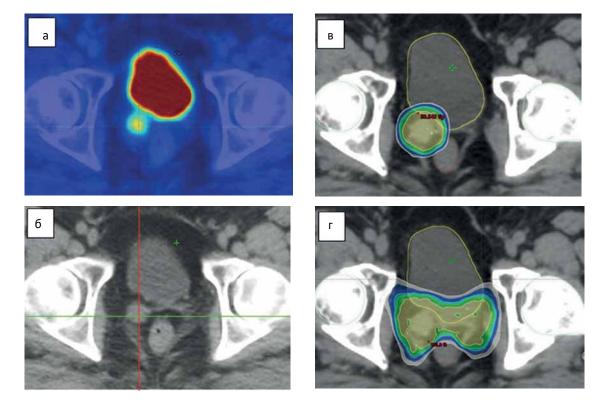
Варианты СТЛТ области ЛУПЖ: а — ПЭТ/КТ пациента А. 67 лет с местным рецидивом РПЖ в области правого семенного пузырька (аксиальный скан); б — КТ того же пациента (аксиальный скан); в — лечебный план при планировании облучения визуализируемого очага в области правого семенного пузырька (РОД 7 Гр, СОД 35 Гр (EQD_{2(α/β = 1,5 Гр)} 85 Гр экв.); г — лечебный план при планировании облучения всей области ЛУПЖ (РОД 7 Гр, СОД 35 Гр) Fig. 2. Variants of SBRT to the PB: а — PET/CT of a 67-year-old patient (Patient A) showing a local recurrence PCa in the area of the right seminal vesicle (axial view); б — CT scan of the same patient (axial view); в — treatment plan targeting the visualized lesion in the right seminal vesicle (single dose 7 Gy, total dose 35 Gy, EQD_{2(α/β = 1,5 Гр)} = 85 Gy); г — treatment plan for irradiation of the entire PB (single dose 7 Gy, total dose 35 Gy)
